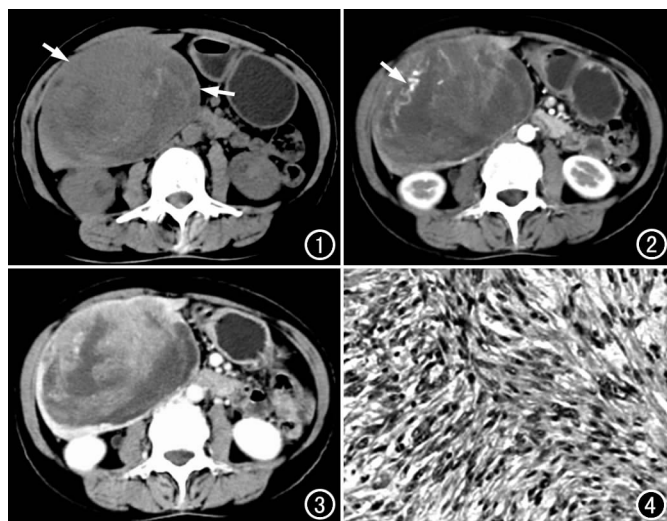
CT平扫示肝右后叶下段巨大囊实性低密度肿块(箭),密度不均,CT值20~30HU,内见点状高密度影。图2增强扫描动脉期,示病灶实质部分呈轻度强化,CT值约40HU,其内可见粗大肝动脉穿行(箭)。图3增强扫描延迟期,示肿瘤实质较前进一步明显强化,CT值75HU。图4镜下示肿瘤内梭形细胞增生,部分细胞核大、深染、异形(×200, HE)。
